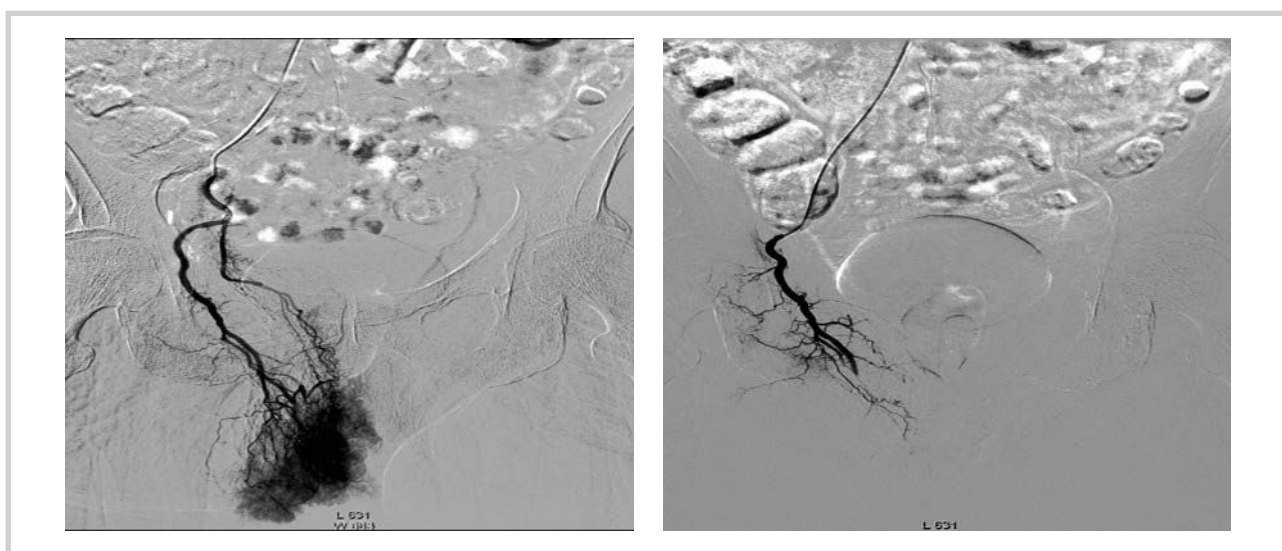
Рентгеноэндоваскулярная окклюзия внутренней половой артерии справа.
